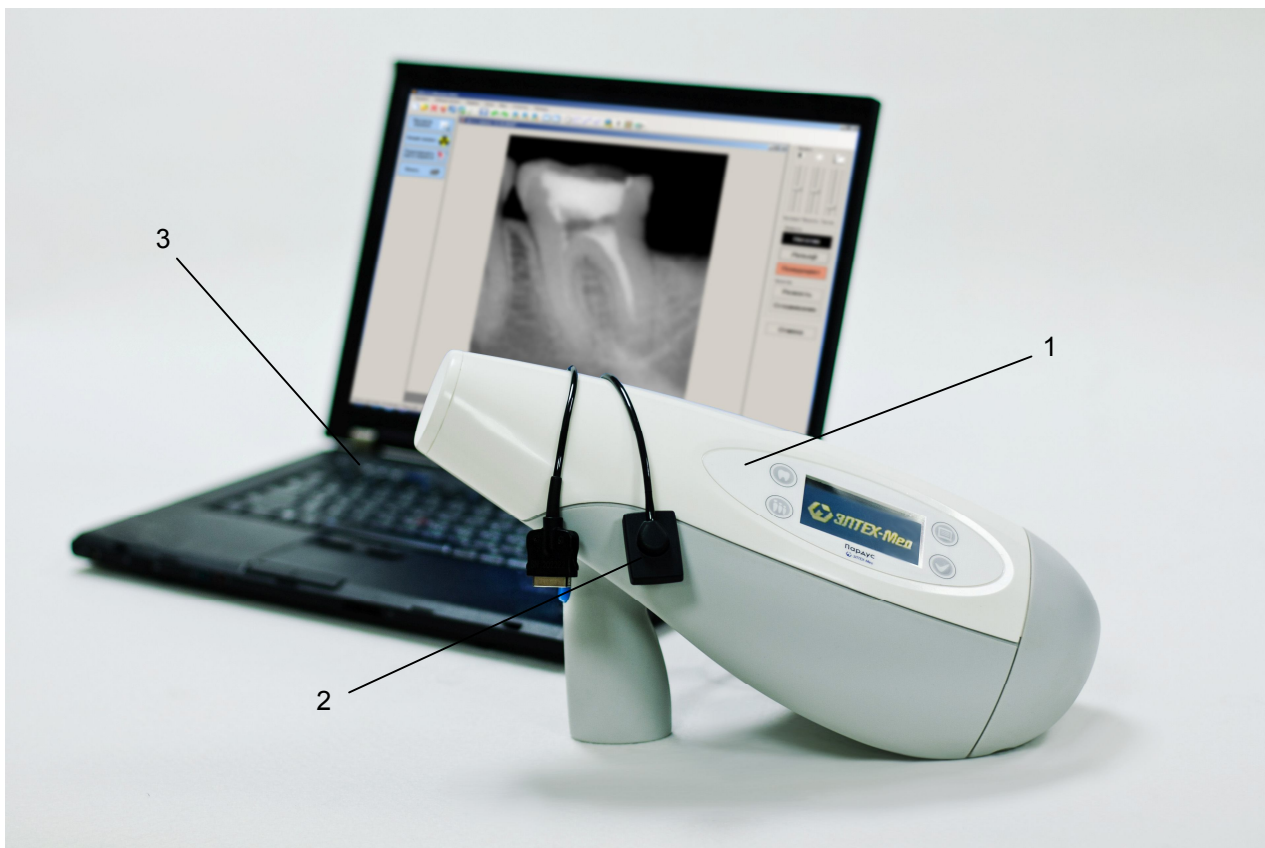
Портативный цифровой рентгенодиагностический комплекс «ПАРДУС-Стома»:
